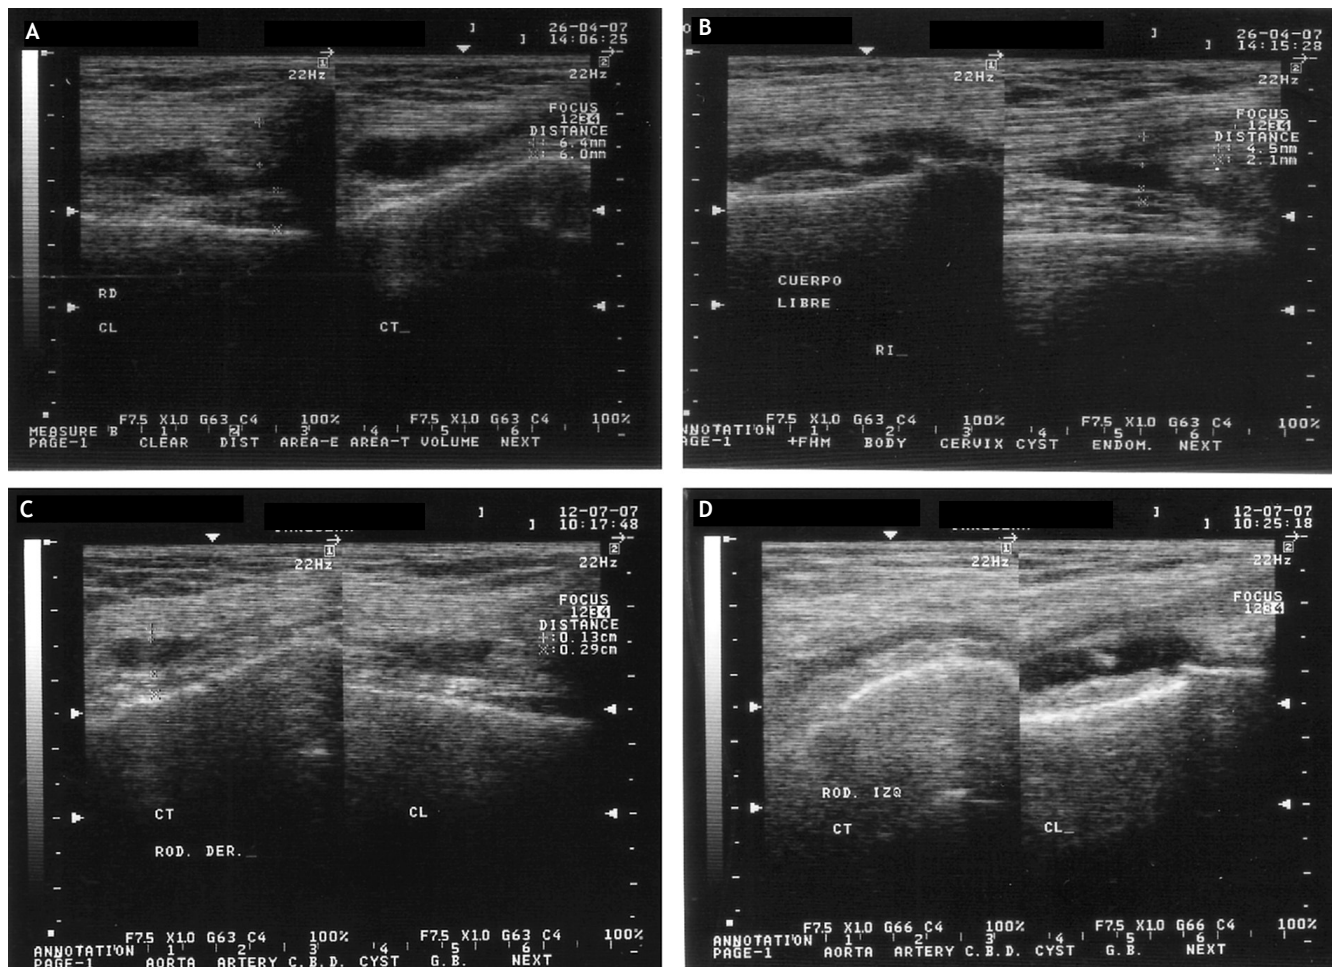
Imágenes ultrasonográficas de una paciente del grupo Vimang 900 (V 900). A) Rodilla derecha inicial. Sinovitis moderada, proliferación sinovial 12,4 mm. Perimeniscitis externa. B) Rodilla izquierda inicial. Sinovitis ligera, proliferación sinovial 6,6 mm. Condropatía exudativa. C) Rodilla derecha a los 3 meses de iniciado el tratamiento. Sinovitis ligera, proliferación sinovial de 4,2 mm, desaparece la perimeniscitis externa. D) Rodilla izquierda a los 3 meses de iniciado el tratamiento. Sinovitis muy ligera, proliferación sinovial de 3,5 mm, desaparece la condropatía exudativa.
